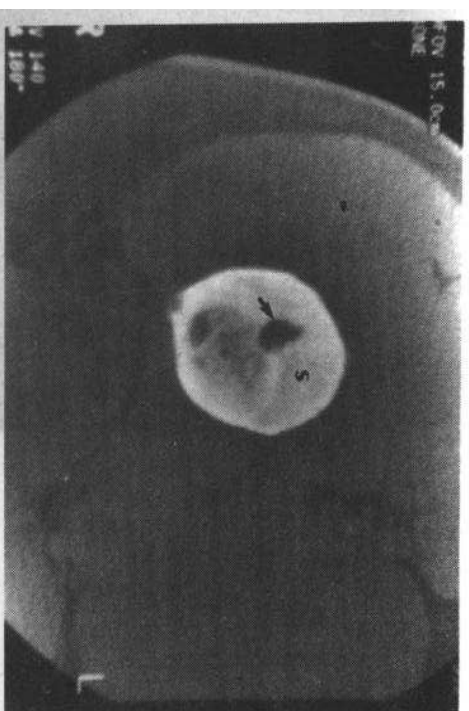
骨样骨瘤——CT, 病变的瘤巢被清楚的显示(箭头), 此外可见周围明显的反应性骨硬化
